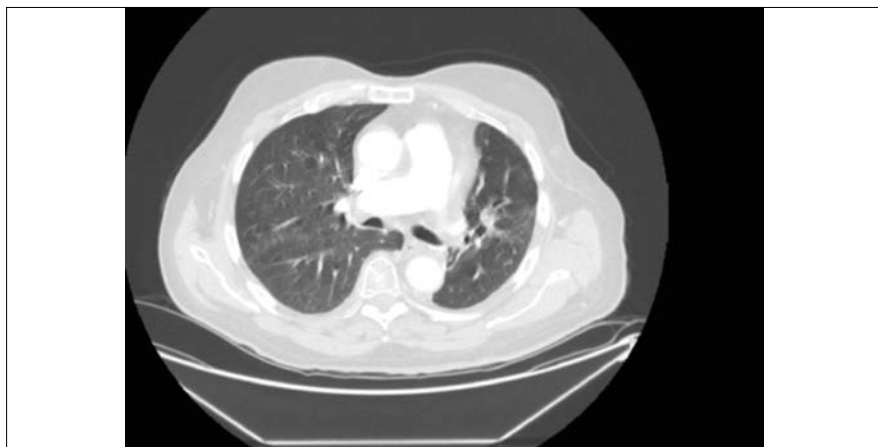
TC torace del 20 aprile 2020: conferma del quadro di remissione completa.
